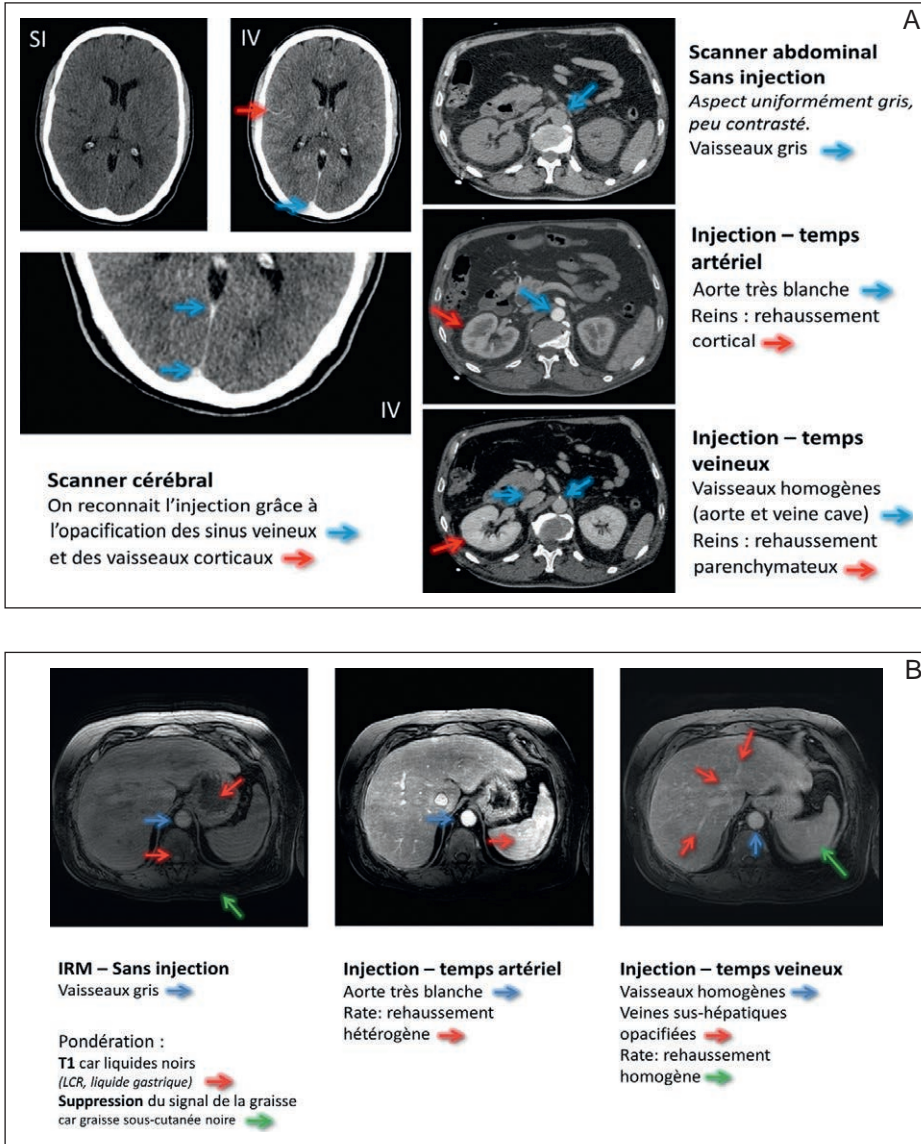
A. Temps d'injection en TDM. B. Temps d'injection en IRM.
